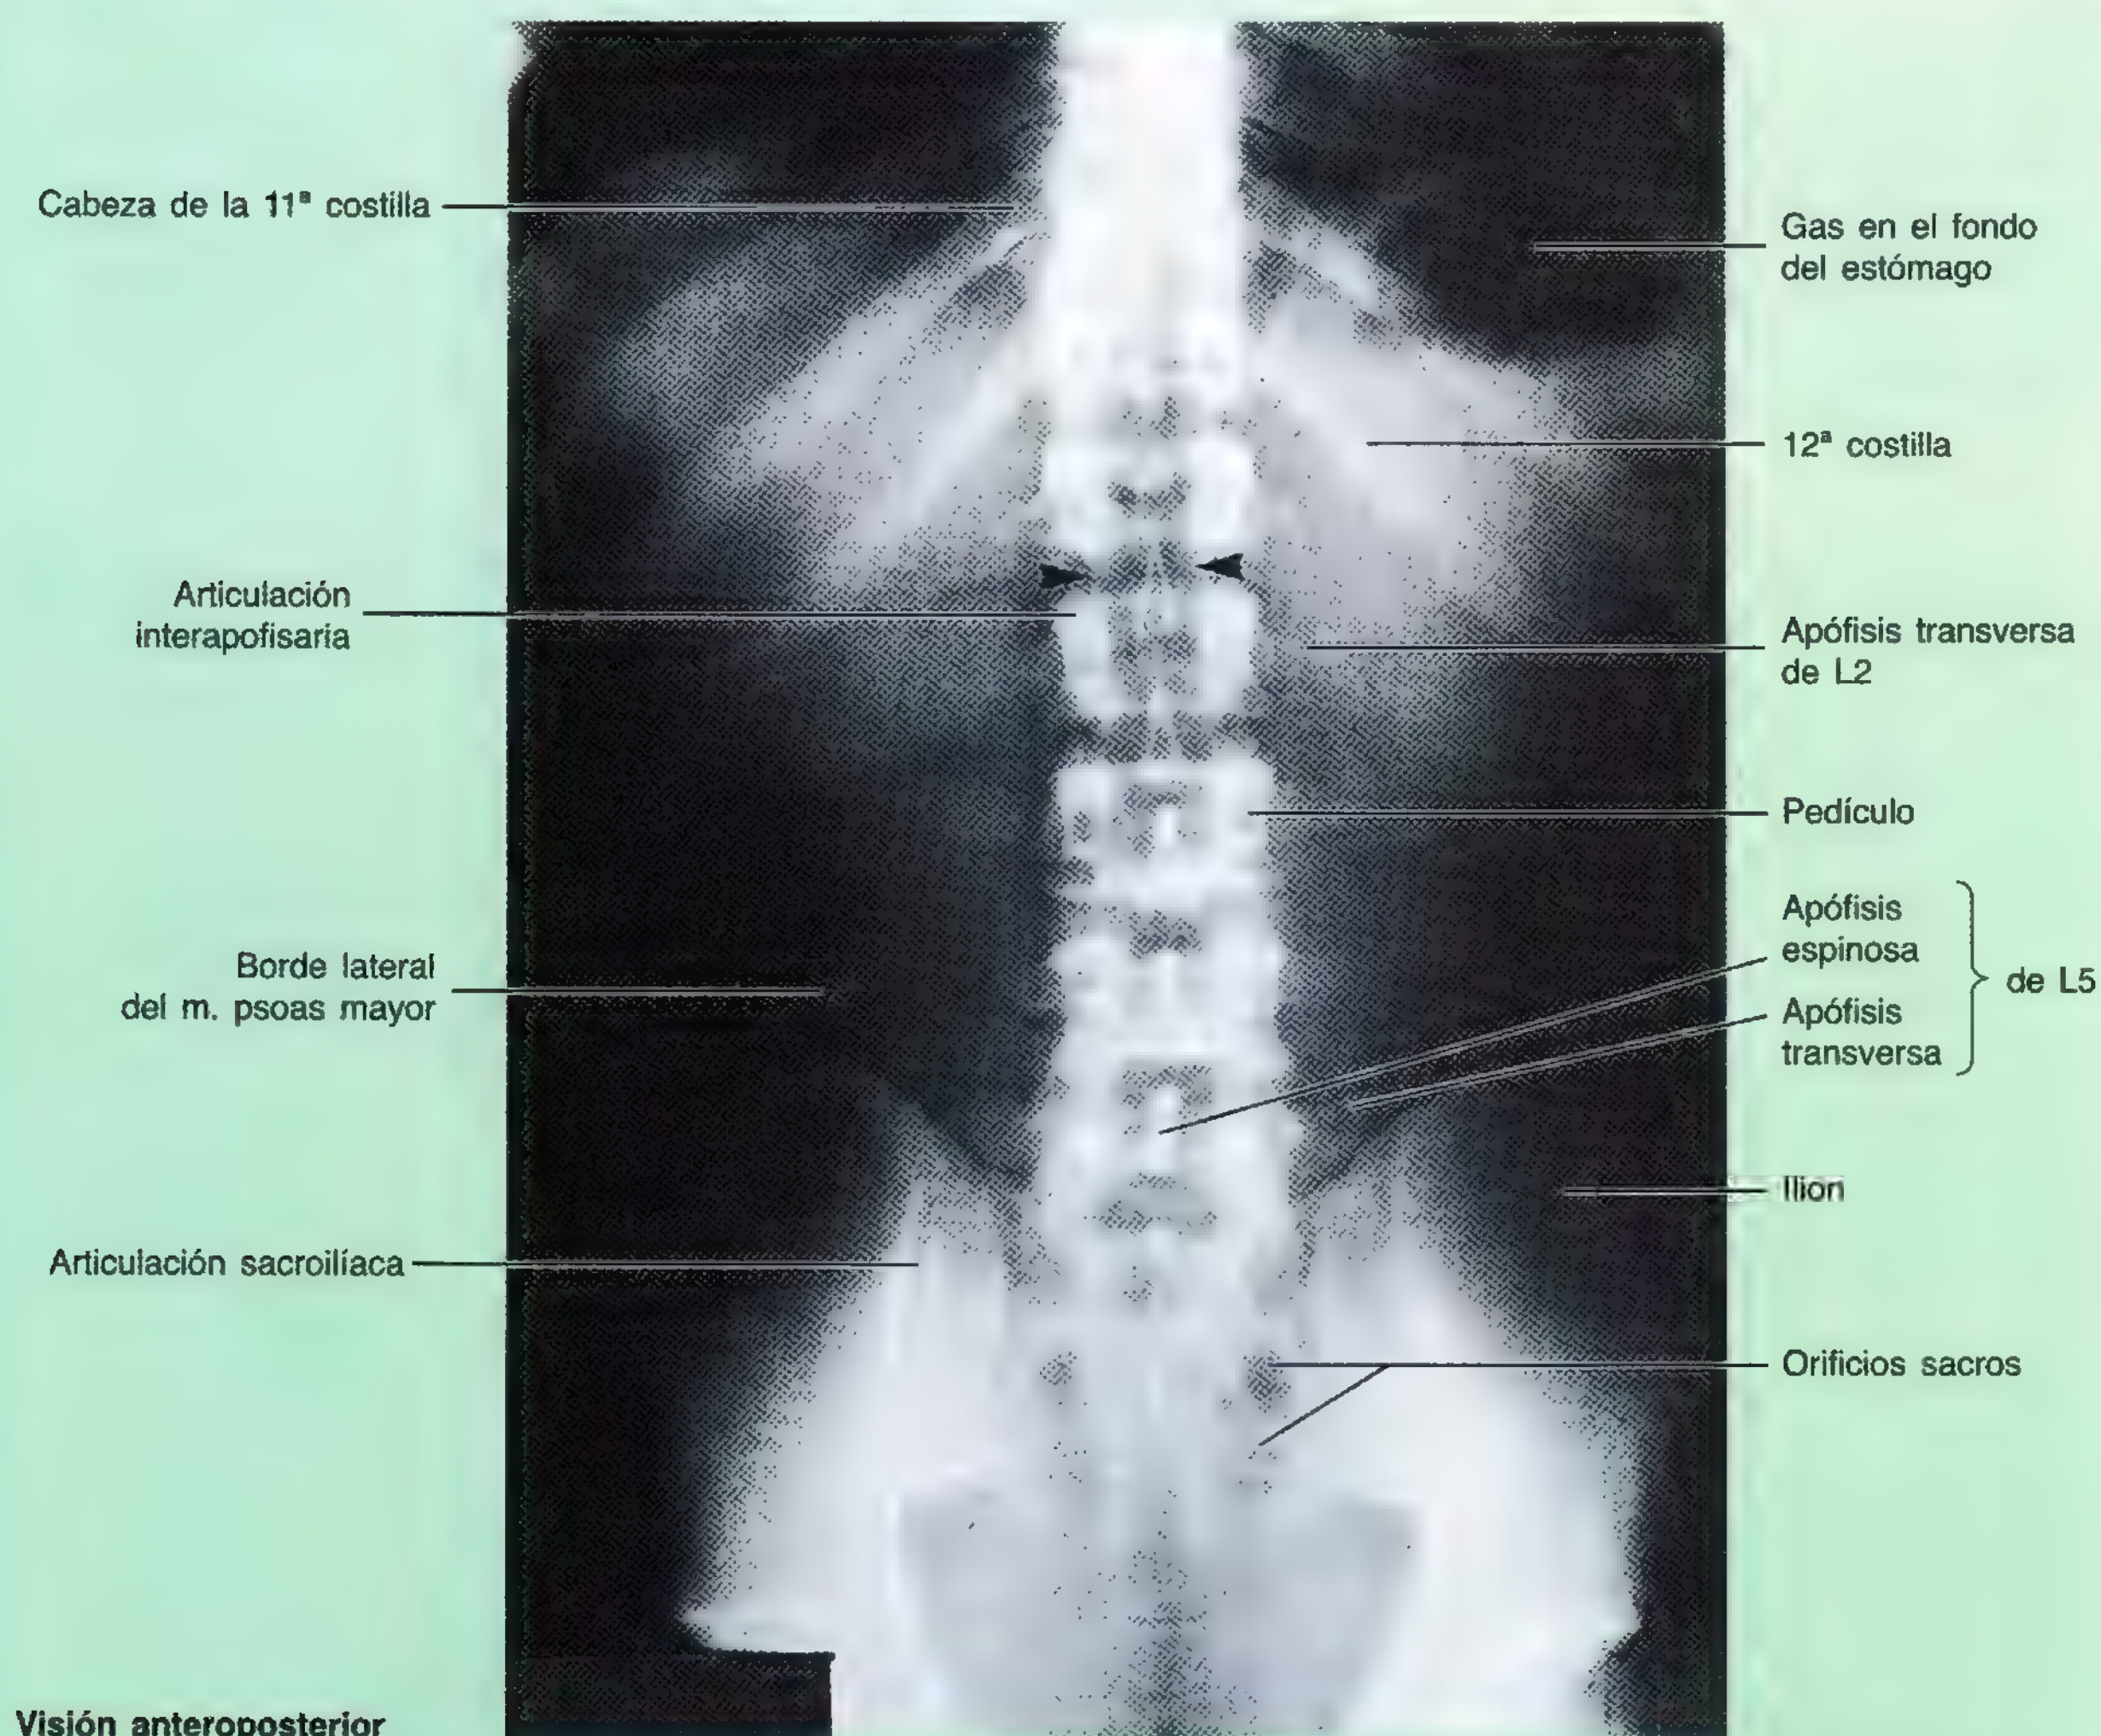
Radiografía de las regiones torácica inferior y lumbosacra de la columna vertebral.
